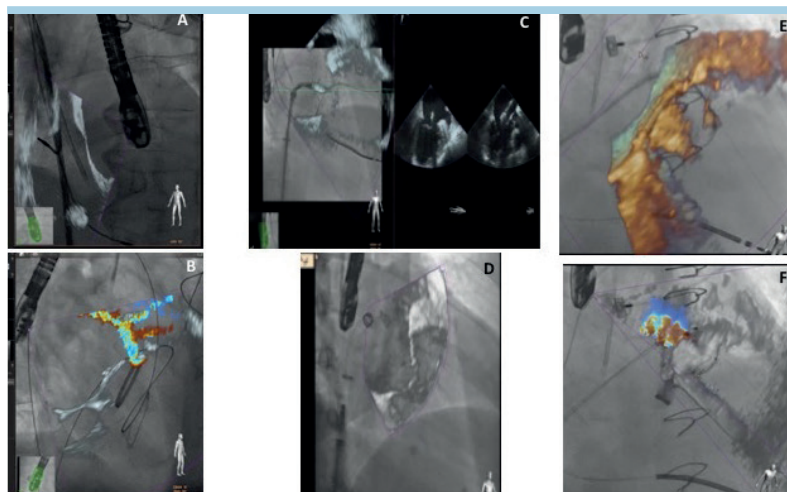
(A) Co-registrazione di raggi X e sonda ecocardiografica transesofagea (ETE) eseguita mediante acquisizione fluoroscopica della sonda ETE in due proiezioni. (B) Differenti modalità di layout dello schermo (EchoNavigator®, Philips Medical System, Best, Olanda).
